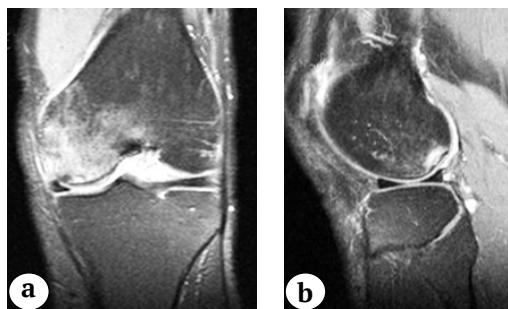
МРТ-картина зоны асептического некроза задне-внутричленного отдела мыщелка бедренной кости в режиме T1:
